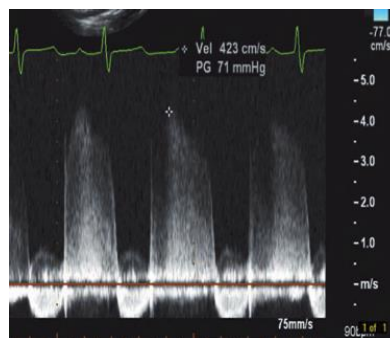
Curva Doppler de la IP.
